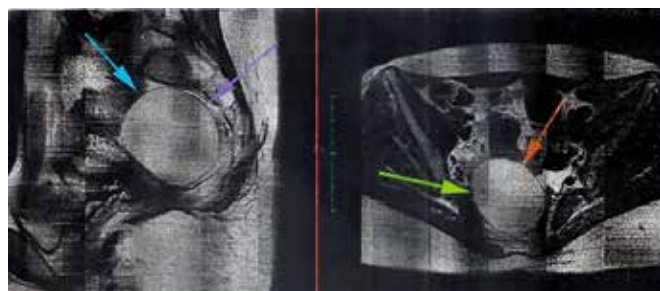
La resonancia magnética muestra una imagen con hiposeñal sugestiva de quiste en la región ilíaca derecha.
